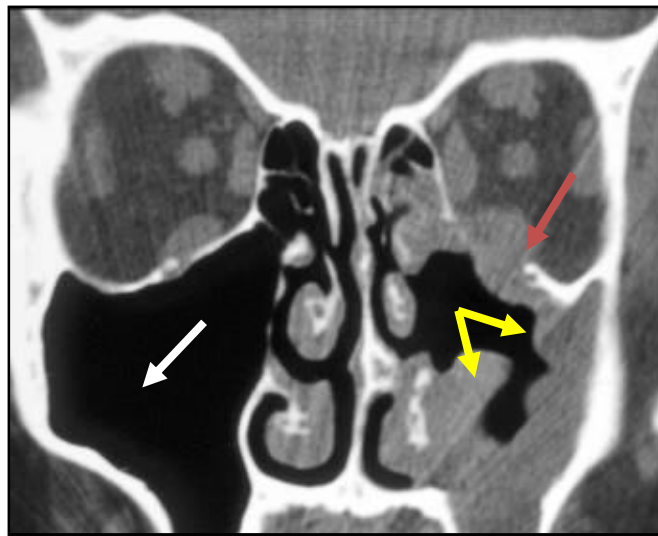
coupe coronale d'une TDM montrant un épaississement polypoïde tissulaire dans le sinus maxillaire gauche (flèche jaune) avec une lyse de la paroi inférieure de l'orbite (flèche rouge) dans le cadre d'une granulomatose de Wegener, flèche blanche : sinus sain. (Iconographie du service d'ORL CHU Hassan II FES)
